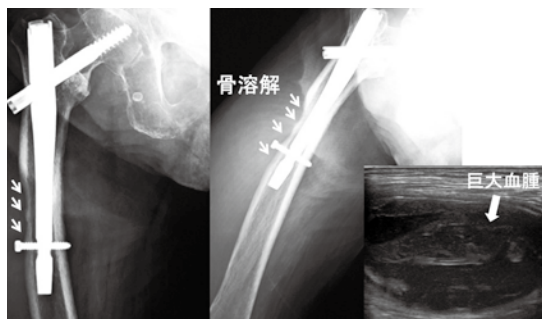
ORIF 後 1年4か月単純X線およびecho
